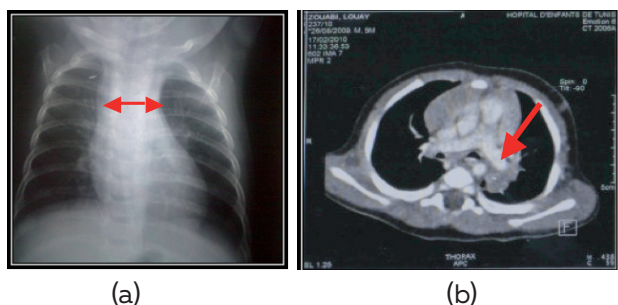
Imagerie thoracique : élargissement du médiastin à la radiographie du thorax (a), magma ganglionnaire à centre nécrotique au scanner thoracique (b)
